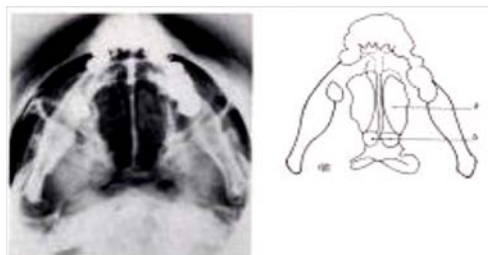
Radiographie standard en incidence de Hirtz
